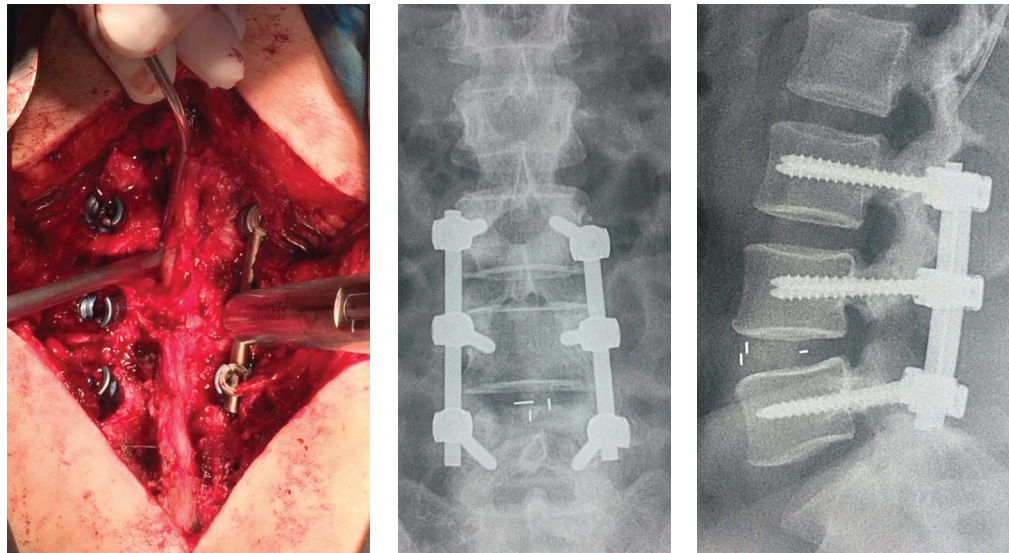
а - установка ТПФ, контрольные рентгенограммы, б – прямая проекция, в – боковая проекция
